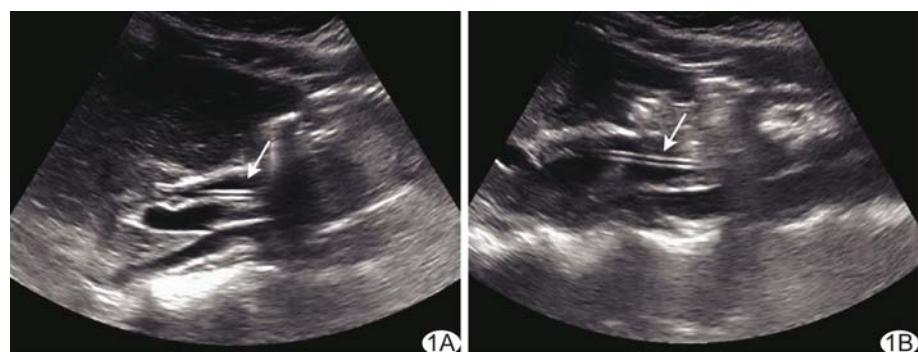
患者女,24岁,经鼻胆引流管注射生理盐水前后超声表现 A. 经鼻胆引流管注射生理盐水前胆总管测量长度为3.2 cm,宽度为0.9 cm; B. 经鼻胆引流管注射生理盐水后胆总管测量长度为6.1 cm,宽度为1.2 cm(箭示引流管)
